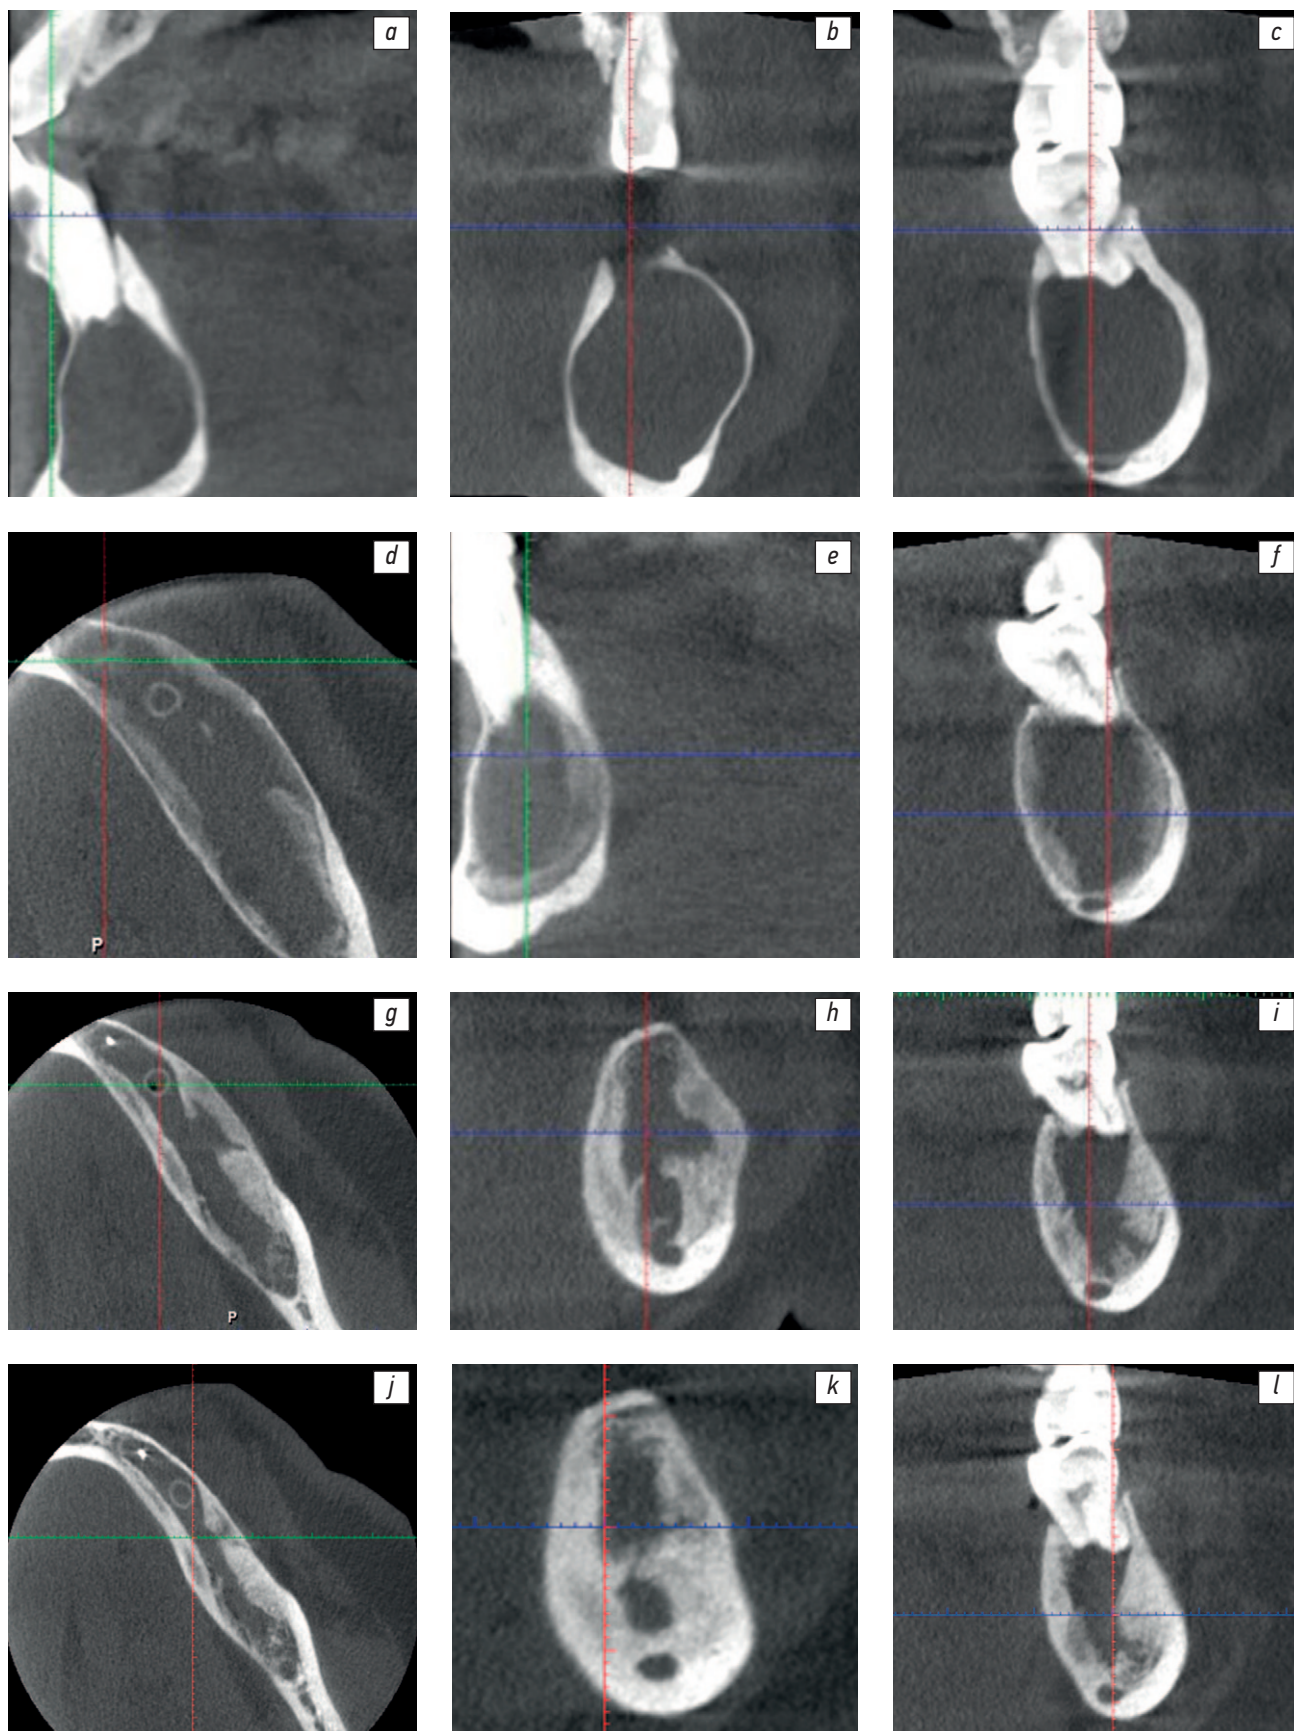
Пациент И.: рост костной ткани в области дефекта на этапах декомпрессионного дренирования, срезы компьютерной томограммы. *a, b, c* — исходная клиническая ситуация; *d, e, f* — через 3 мес; *g, h, i* — через 6 мес; *j, k, l* — через 12 мес.
